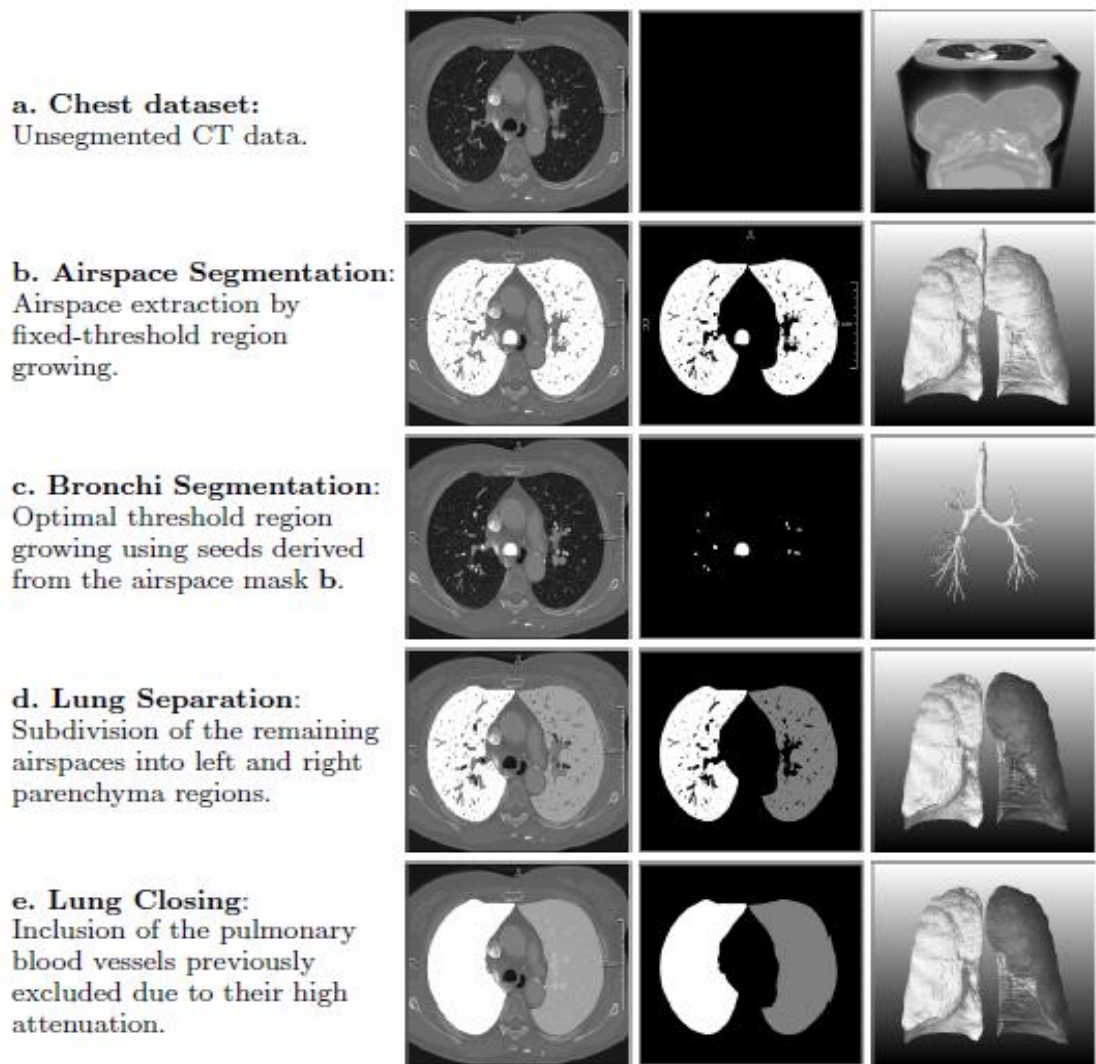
Fases da Segmentação Automática Pulmonar (a: dados de TC originais; b: extração das vias aéreas com o método *Region Growing* de *threshold* fixo; c: segmentação brônquica com a técnica *Region Growing* através de pontos marcados na máscara obtida em b; d: divisão em pulmão esquerdo e direito; e: utilização do filtro morfológico *closing* para a inclusão dos vasos sanguíneos pulmonares previamente excluídos). Retirada de (29).
